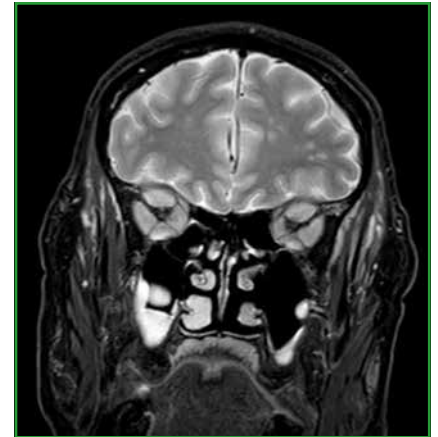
Orbitopathie dysthyroïdienne avec compression des 2 NO. IRM coronale T2 DIXON.
